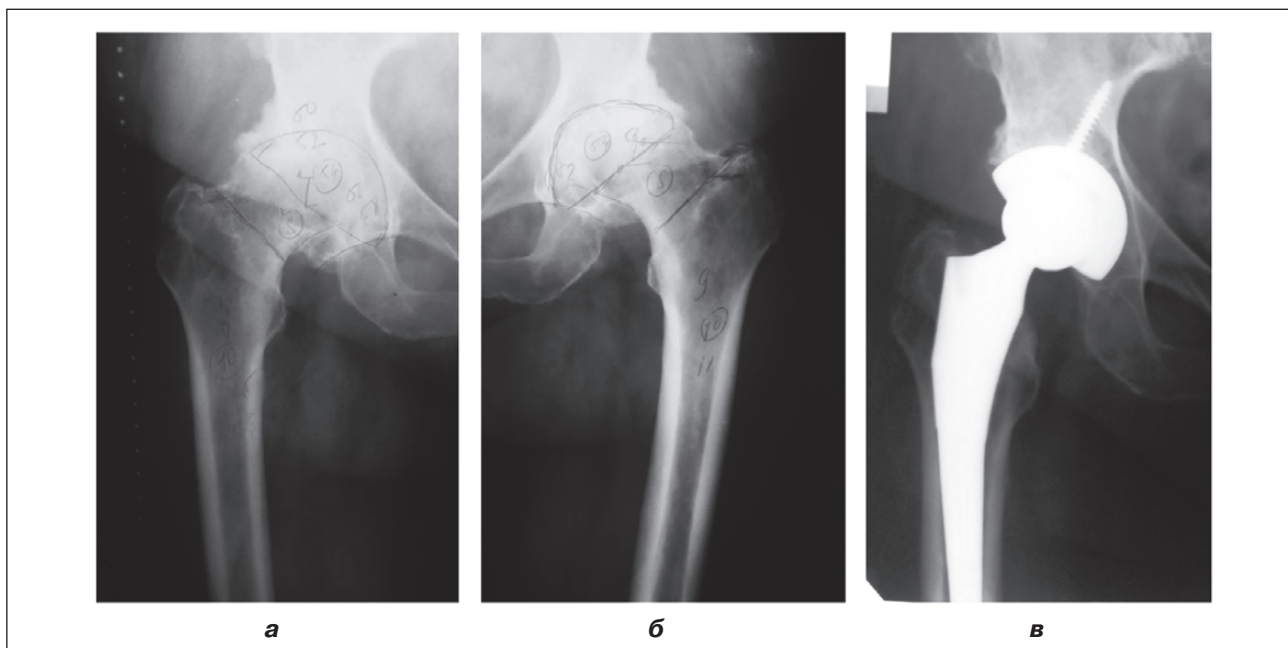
Хвора А., 71 рік: рентгенограми до (а, б) та після (в) операції ендопротезування правого кульшового суглоба безцементною системою з керамополімерною парою тертя
